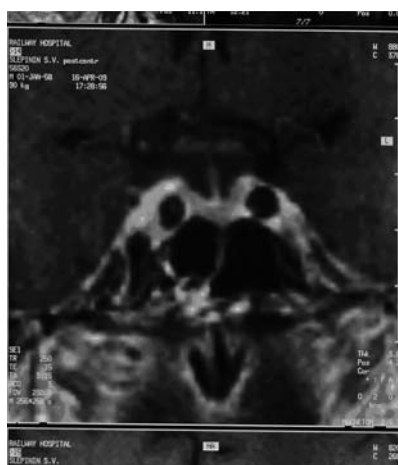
МР-томограмма микроаденомы гипофиза после контрастирования его сосудов у больного С.
